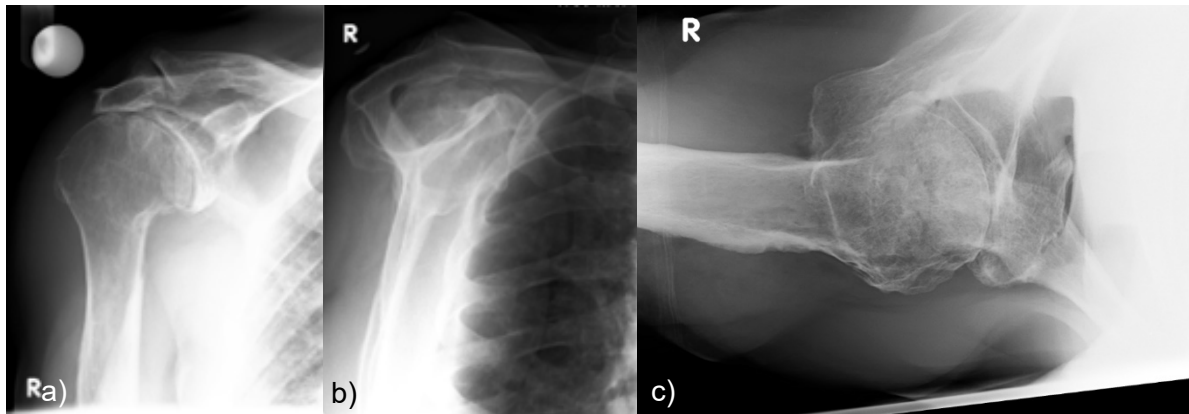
Standardröntgendiagnostik der Schulter am Beispiel einer rechten Schulter mit fortgeschrittener Omarthrose: a) true a.p. b) y-view c) axial
